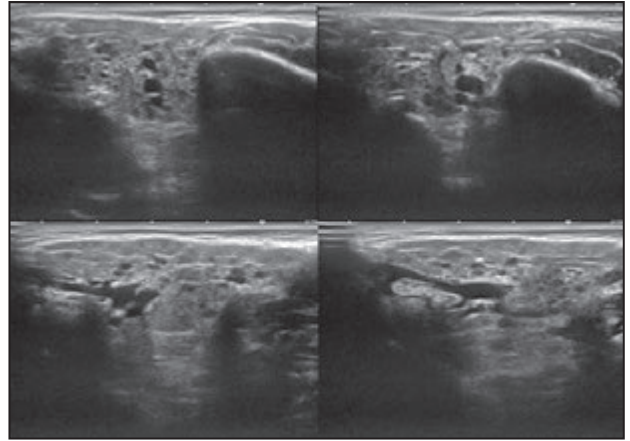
Ecografia parotídia. S'observen petites imatges hipocogèniques múltiples.
